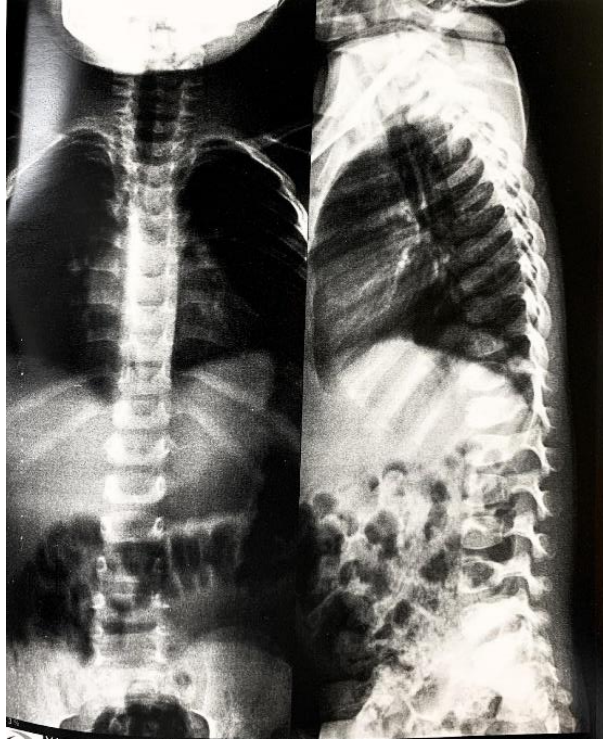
Radiografia de coluna da paciente 7 com ausência de vértebras ovóides, alterações no acetábulo ou alargamento ou irregularidade epifisária
